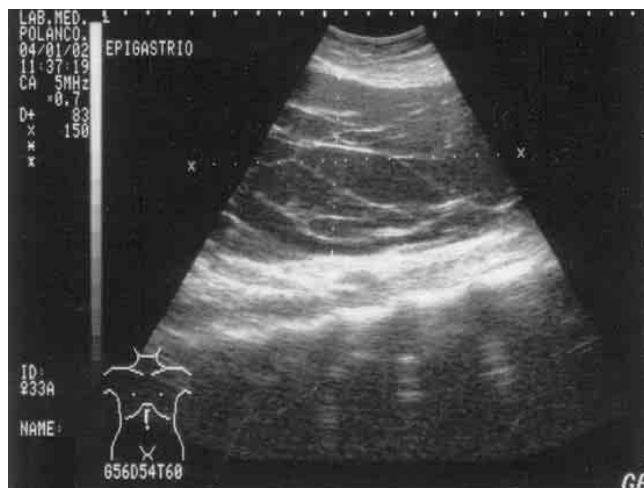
El ultrasonido abdominal muestra un tumor quístico multilocular que impide determinar los límites exactos debido a su tamaño.
